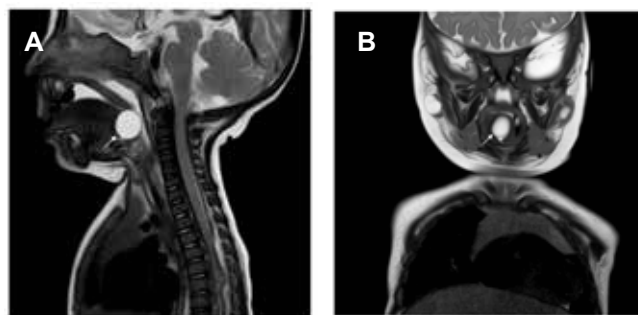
Resonancia magnética nuclear contrastada potenciada en T2, corte sagital y coronal, respectivamente. El quiste tirogloso se señala con una flecha blanca.
